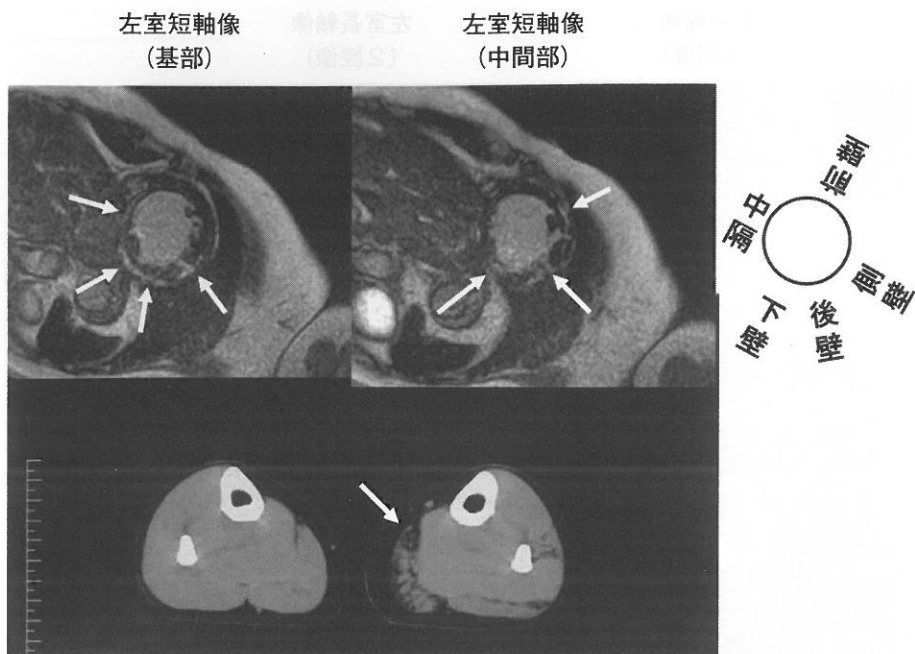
保因者1 (49歳) の心臓 MRI (上段) と下腿筋 CT (下段)
